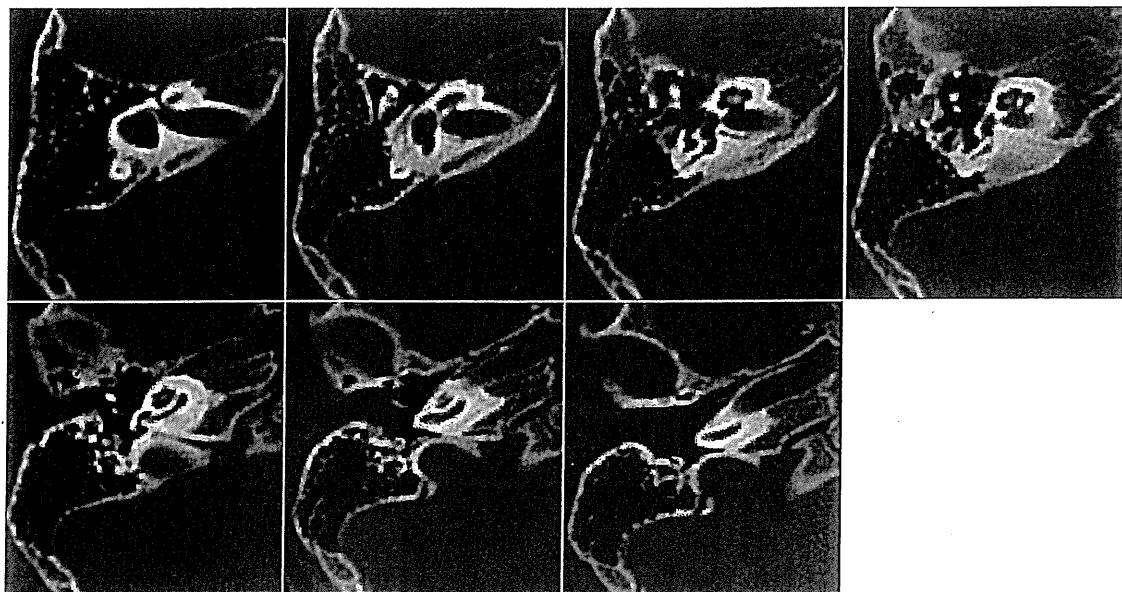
症例 1 (髄膜炎後 2 年 4 ヶ月時) の右軸位断 CT
